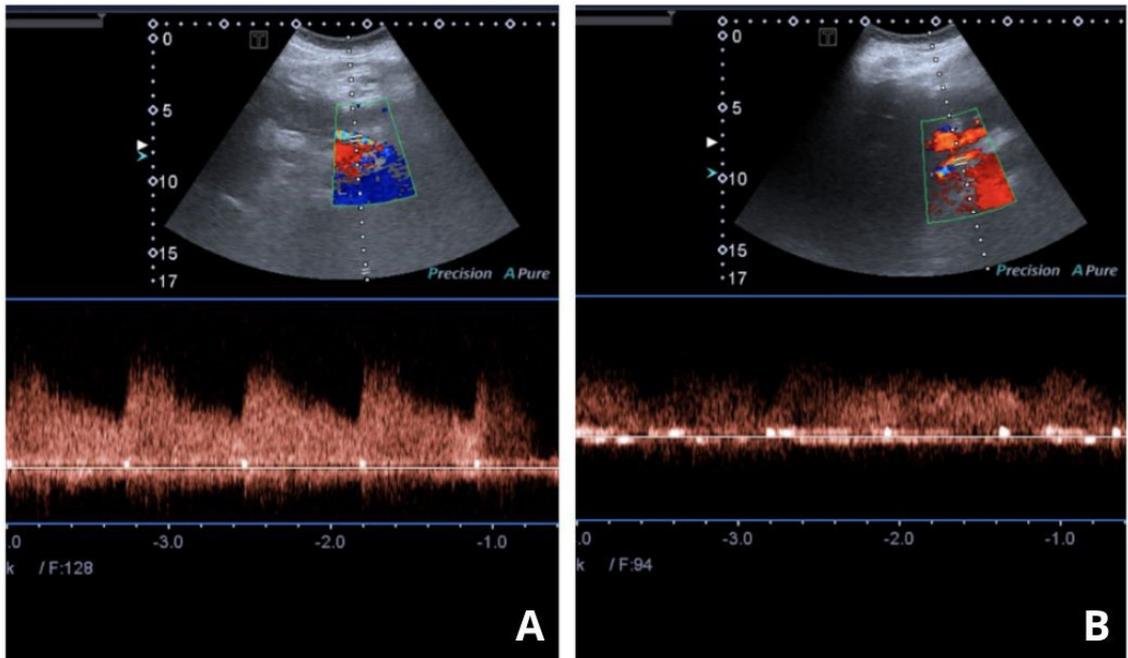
(A) Veia porta patente, de calibre mantido e padrão dopplervelocimétrico conservado; (B) Enxerto cirúrgico comunicando as artérias gastroduodenal e hepática direita com fluxo hepatopetal, sem sinais de turbilhonamento, com velocidade de pico sistólico (VPS) de 120 cm/s de baixa resistência. Acervo dos autores.
